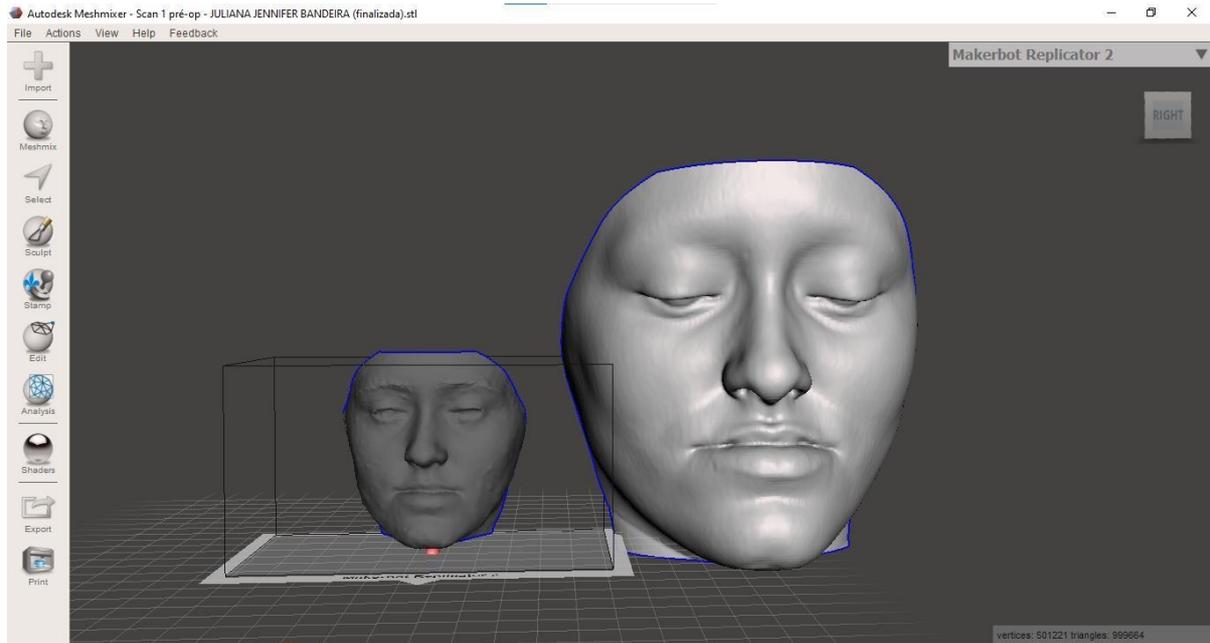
Imagem menor (proporção distorcida) adquirida pelo software e imagem maior (proporção real) adquirida por tomografia computadorizada.
